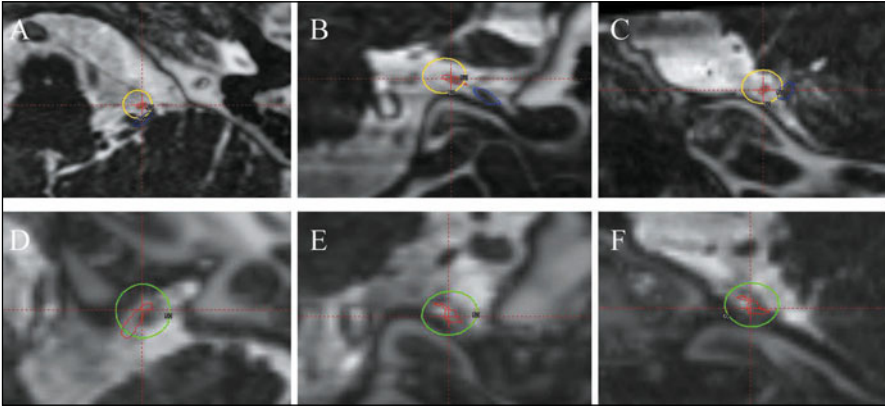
Images CISS IRM de fusion avec CT montrant les deux cibles dans le traitement Gamma-Knife® d'une névralgie glossopharyngée.
